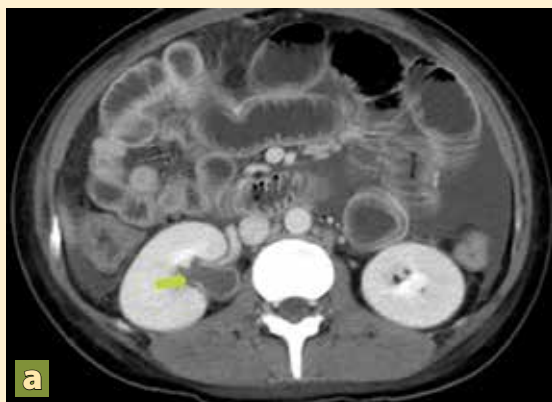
Corte axial de tomografía contrastada en fase venosa donde se observa uréter con infiltración parietal y dilatación proximal (flecha verde), zona de pseudoobstrucción intestinal (flecha naranja) y engrosamiento de las paredes intestinales, además de dilatación intestinal (flecha blanca).
